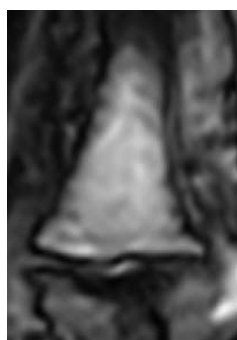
На МР-томограмме в корональной проекции визуализируются уплощение и деформация краев суставных поверхностей (указана звездочками) дистальной фаланговой кости пальца кисти за счет грубого остеофитоза, а также крупная эрозия (указана стрелкой)
